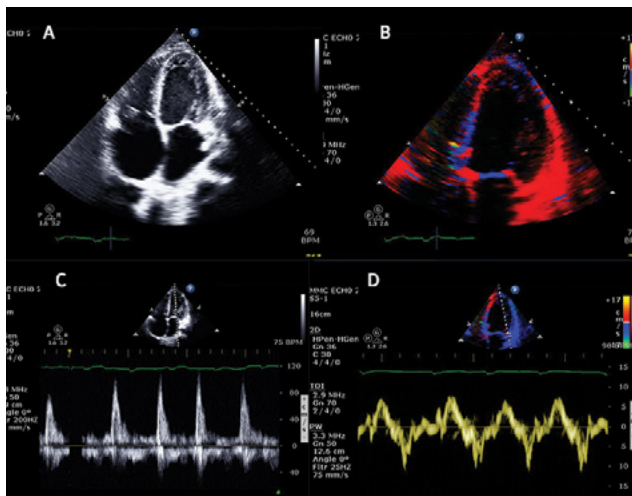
(A). Apical 4 cámaras mostrando dilatación de cavidades izquierdas y aurícula derecha (B). Mapa de color bidimensional por Doppler tisular en vista apical 4 cámaras (C). Flujograma mitral por Doppler pulsado mostrando fusión de las ondas E/A (D). Doppler tisular con disminución de la onda e' lateral para una relación E/e' lateral >10 correspondiente con aumento de las presiones de llenado.
